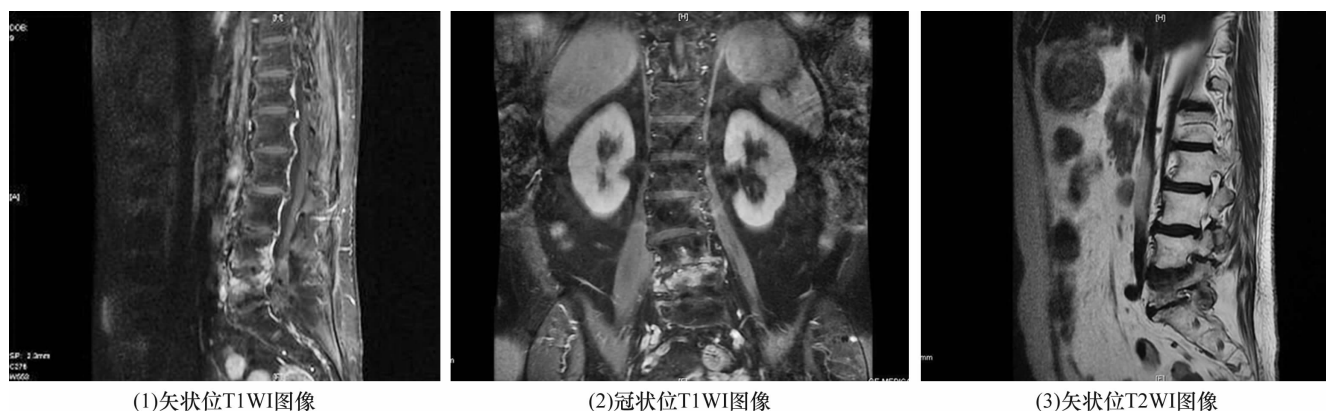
患者,女,65 岁,腰椎化脓性脊柱炎 MRI 图像
